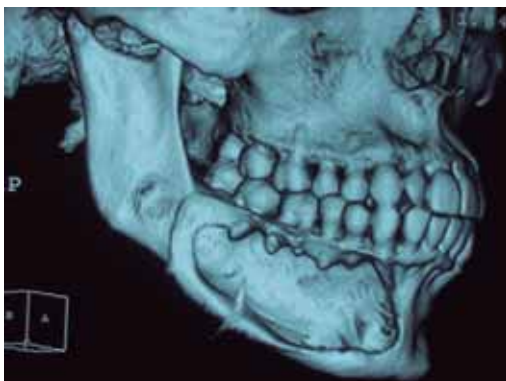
Inicial. TAC con reconstrucción tridimensional.
